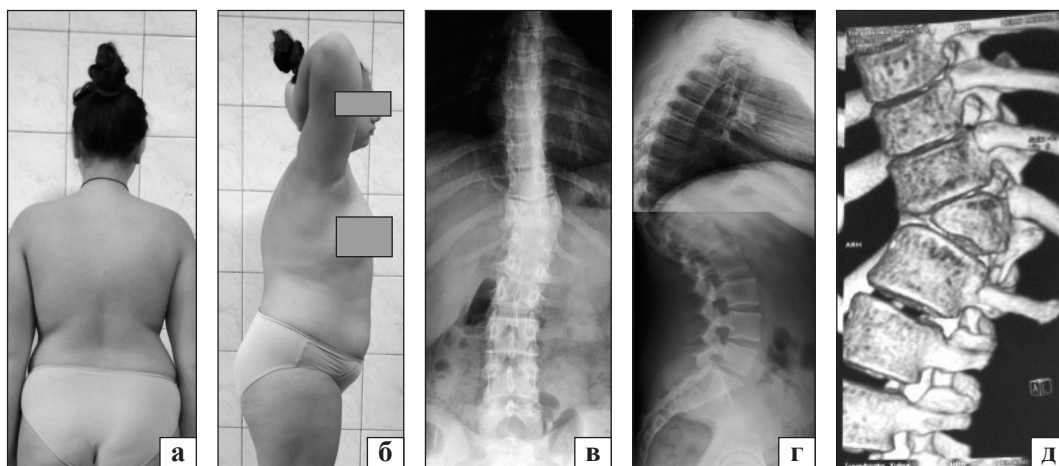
Зовнішній вигляд (а, б) і рентгенограми (в–д) пацієнтки Т., до хірургічного втручання: передньо-задня (в) і бокова (г) проекції, томограма (д)
